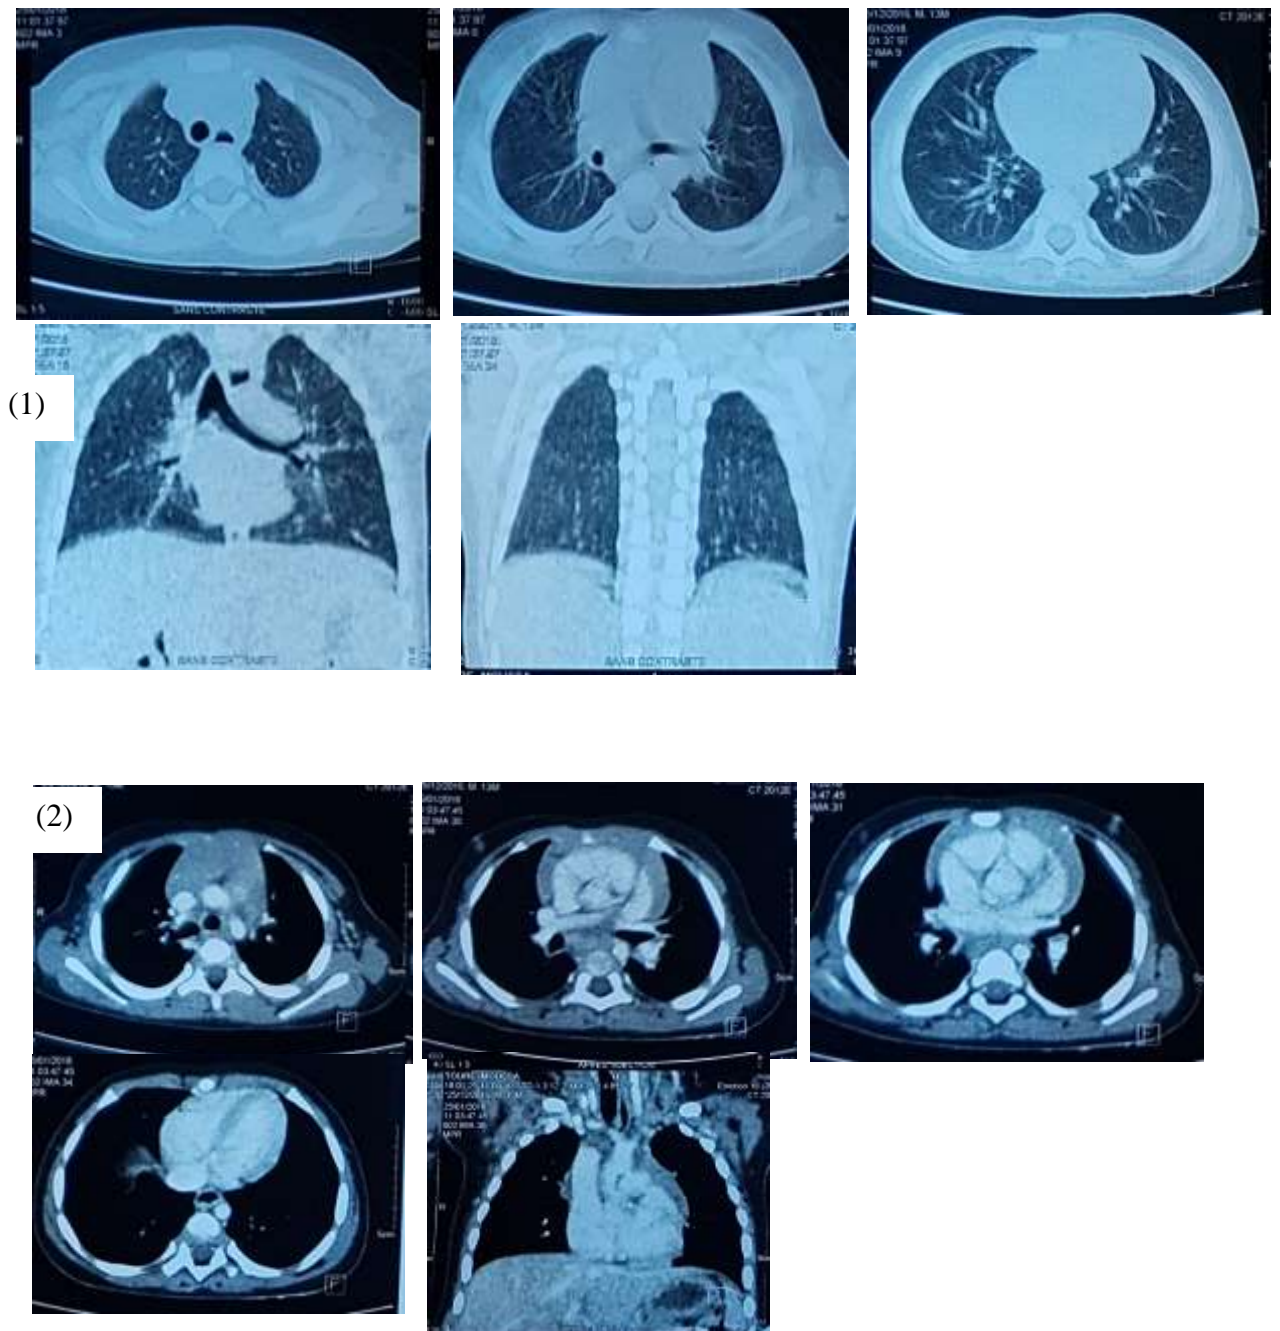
TDM thoracique du patient n° b0627058, (1 : Fenêtre pulmonaire ; 2 : Fenêtre médiastinale)
